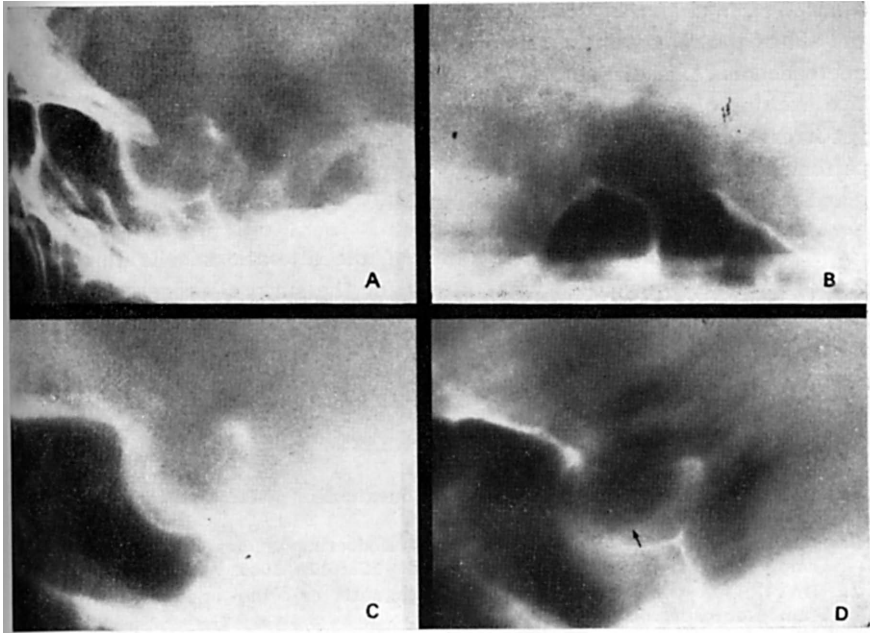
Caso de pseudo-tumor hipofisário (aracnoidocele): em A, na radiografia simples a sela túrcica mostra duplo contôrno de sua parede anterior com bosseladura característica de tumores hipofisários; em B, tomografia de face mostrando desnivelamento sugerindo lesão expansiva hipofisária; em C, tomografia lateral mostrando balonamento acentuado com adelgaçamento da cortical.; em D, pneumoencefalografia mostrando que o aumento selar é devido a uma invaginação sub-aracnoideia na sela e que não há tumor de hipófise.
